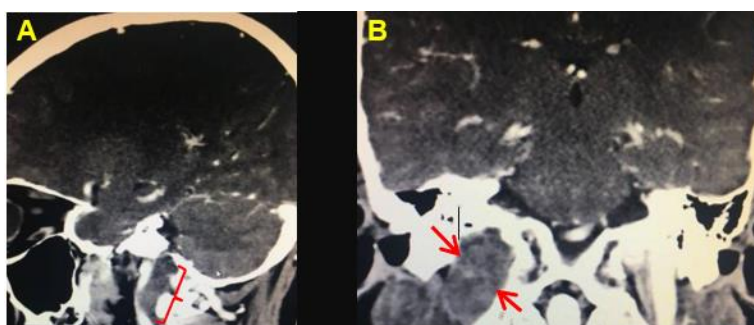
Em A, TC sagital do crânio com contraste, em que a chave () indica a lesão hipodensa no seu aspecto longitudinal. Em B, TC coronal, com contraste, demonstrando, na base das setas, a lesão no seu aspecto frontal erodindo o golfo da jugular.
